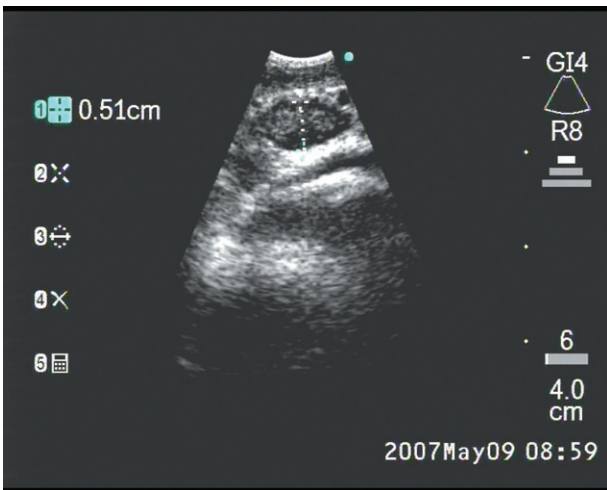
Endobronchial ultrasound of subcarinal node.
